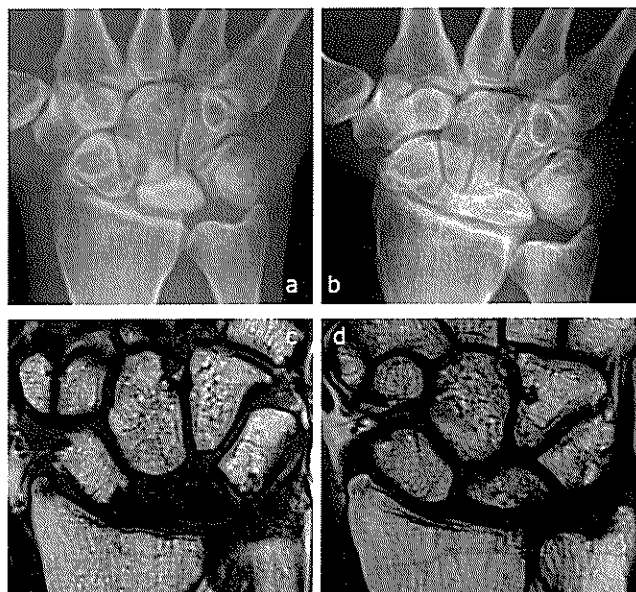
症例1. a:術前単純X線像, Lichtman 分類 stage IIIa. b:術後1年単純X線像, Lichtman 分類 stage IIIb. c:術前MRI プロトン強調像, 月状骨 Ogawa's grade 5. d:術後1年MRI プロトン強調像, 月状骨 Ogawa's grade 2.
